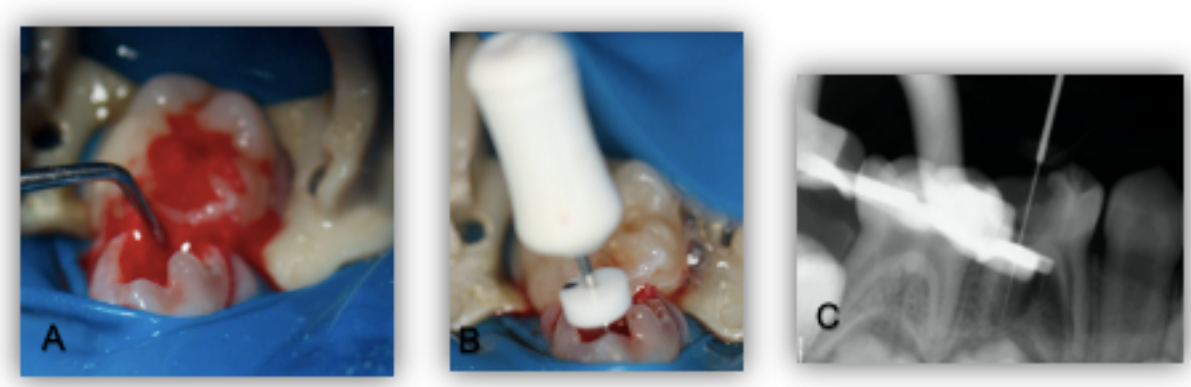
A) apertura cameral y limpieza con cucharilla de dentina. B) toma de conductometría. C) radiografía de conductometría.
